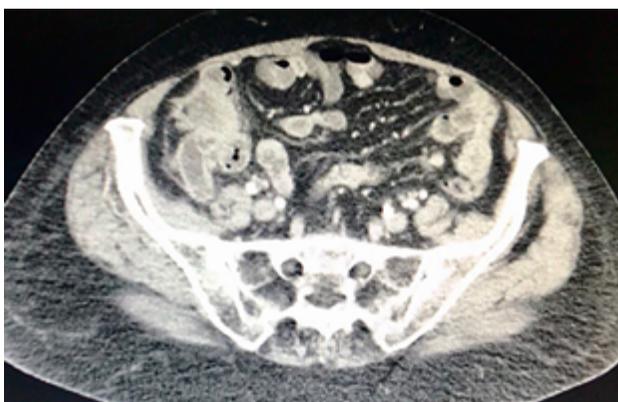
TAC del abdomen que evidencia engrosamiento cecal y apendicular con compromiso ganglionar local.
